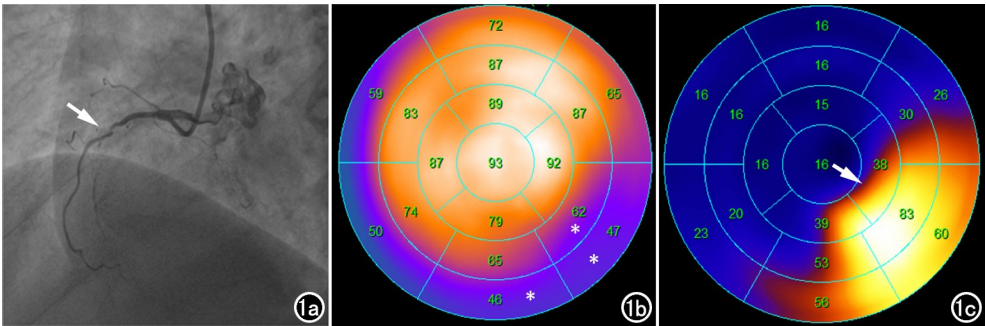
女,71 岁,慢性冠脉综合征。a)冠脉造影提示右冠近端完全闭塞性病变(箭);b)SPECT MPI 显示下壁基底段、下侧壁中段和基底段心肌血流灌注减低(*);c)¹⁸F-FAPI 显像观察到下壁基底段、部分下壁中段和心尖段、下侧壁中段和基底段、前侧壁部分中段和基底段以及侧壁心尖段(箭)。
